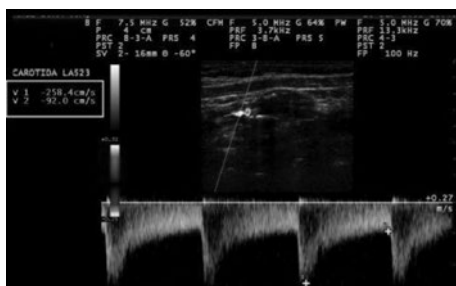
Placa cálcica. El estudio Doppler pulsado revela el importante aumento de las velocidades sistó-diastólicas con ensanchamiento espectral, lo que confirma la gravedad de la estenosis.
